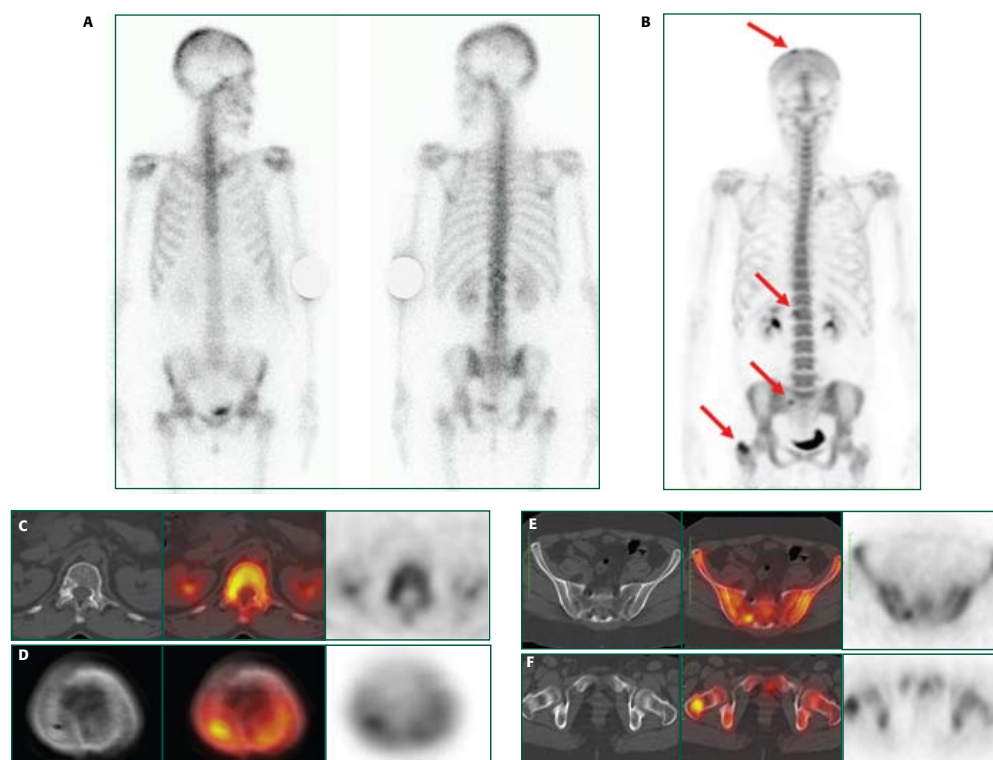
▶ Paciente de 41 anos, portadora de câncer de mama, realizou cintilografia óssea com $\text{MDP-}^{99\text{m}}\text{Tc}$ que mostrou alteração inconclusiva em L1 (A). A reconstrução tridimensional do estudo PET com fluoreto- ^{18}F evidenciou, além da lesão em L1, outras 3 áreas hipercaptantes: na calota craniana, bacia e fêmur direito (B). Cortes tomográficos de PET, CT e fusão PET/CT de cada uma dessas lesões evidenciaram, com precisa localização anatômica, pequenas metástases liticas no pedículo direito de L1 (C) e osso parietal direito (D) e lesões discretamente blásticas no sacro (E) e trocânter femoral direito (F). Notar que, mesmo em análise retrospectiva, não seria possível identificar todas as lesões utilizando apenas as imagens de CT e cintilografia óssea.
